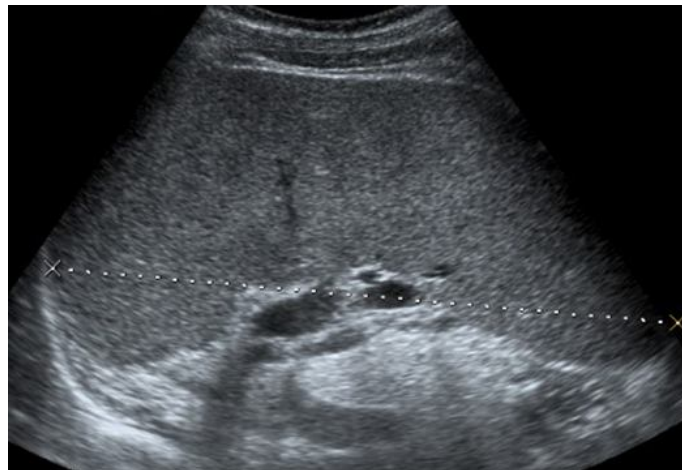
image échographique montrant une énorme splénomégalie homogène
